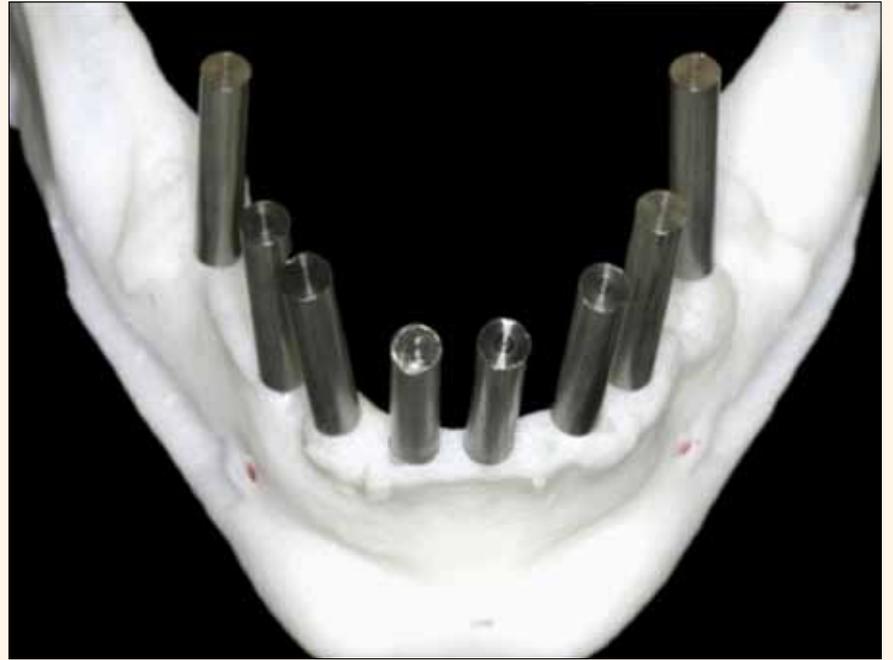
Estereolitografía realizada a partir de la reconstrucción tridimensional de la tomografía computarizada.
